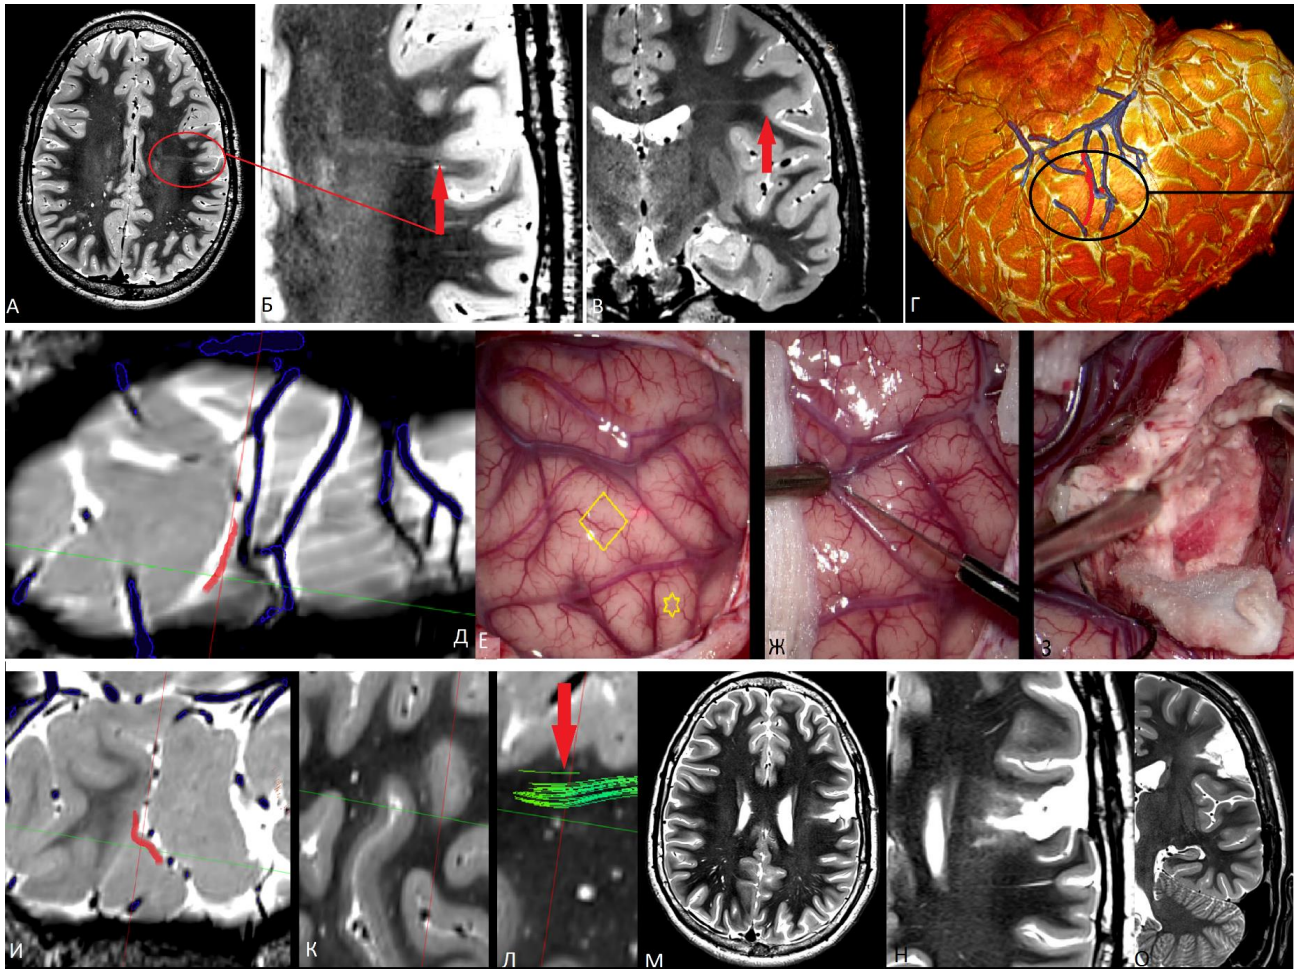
Резекция ФКД IIb типа дна борозды вблизи моторной зоны оральной мускулатуры лица А, Б, В – Дооперационные МР-томограммы в режиме T2-взвешенной последовательности (аксиальная и коронарная плоскости), стрелками указана ФКД дна борозды и трансмантальный тяж к желудочку мозга; Г - Нейронавигация для выполнения точной краниотомии, черным кружком отмечена зона интереса с мальформацией (отмечена красным) в глубине на 3-D модели сегментированной поверхности коры мозга и кортикальных вен над ней; Д – T2-ВИ с сегментированными венами над зоной интереса (вход в борозду выделен красной линией); Е – Интраоперационная фотография: ромбом отмечена зона интереса извилины с мальформацией, звездочкой картированная зона моторного представительства оральной мускулатуры лица; Ж – Интраоперационная фотография: препаровка щели начата в стороне от моторной зоны оральной мускулатуры лица; З - Интраоперационная фотография: ФКД IIb типа найдена на дне борозды, вылучен, отделена от окружающей здоровой ткани мозга и удаляется с помощью аспиратора и пинцета; И-Л – T2-ВИ с курсором, указывающим угол и направление к ФКД, сразу под которой проходит аркуатный пучок (зеленый тракт, отмечен красной стрелкой); М-О – Постоперационные (через 5 мес.) МР-томограммы в режиме T2-взвешенной последовательности (аксиальная и коронарная плоскости) – мальформация удалена радикально
